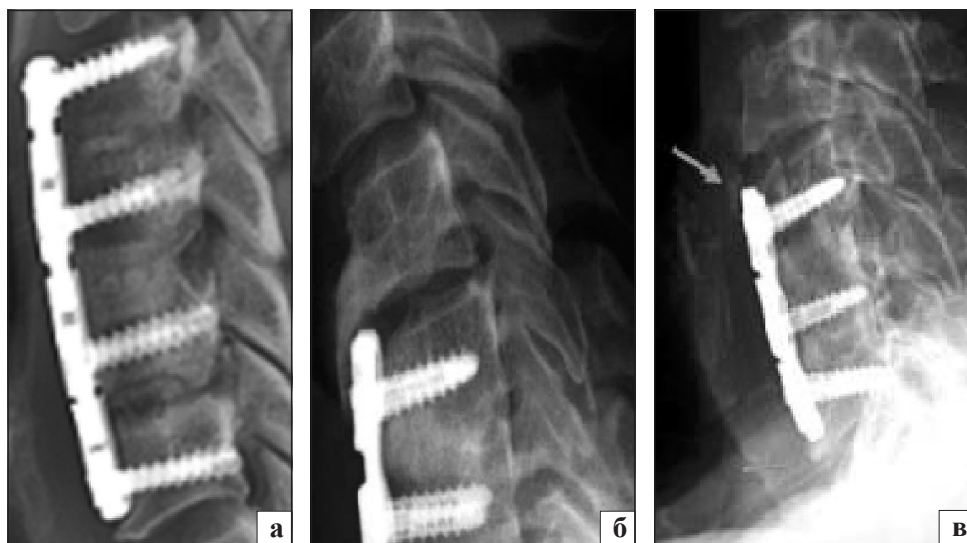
Фотовідбитки з рентгенограм, які ілюструють ускладнення в разі використання трансляційних ЦП: а) розвиток псевдоартрозу (динамічна трансляційна пластина, багаторівневий спондилодез); б), в) осифікація суміжного рівня та навколо пластини, що викликана міграцією ЦП у краніальному напрямку [2, 17, 22]
